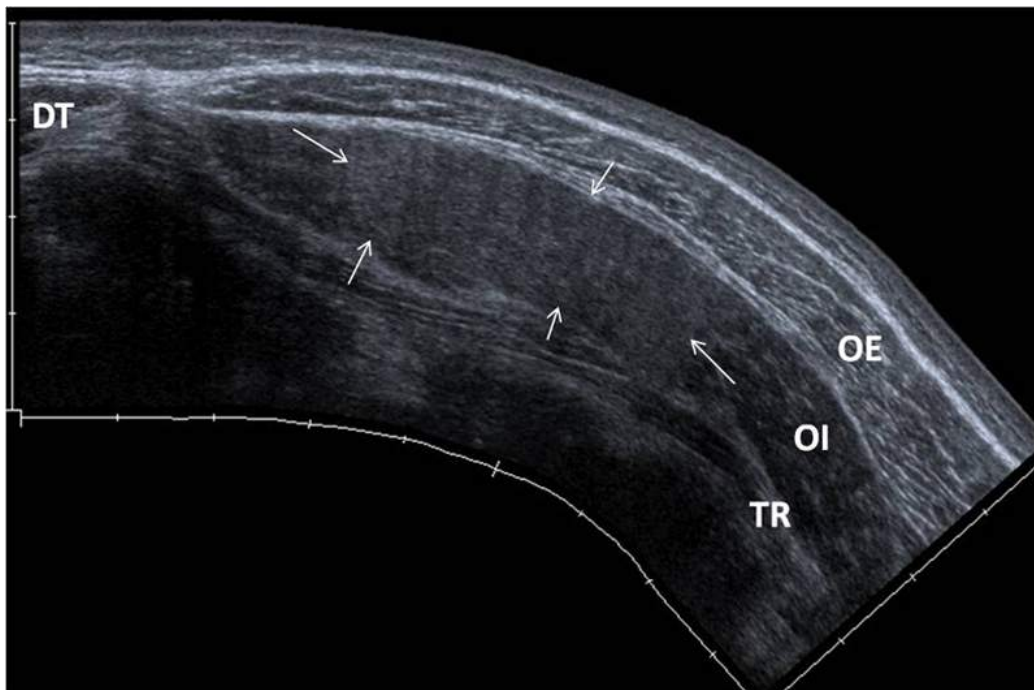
Hématome traumatique du muscle oblique interne. Patient de 30 ans, percuté par une voiture. Échographie réalisée le jour du traumatisme, coupe axiale (mode panoramique). Large masse (flèches) expansive, homogène et hyperéchogène au sein du muscle oblique interne (5 cm × 2 cm), correspondant à un aspect d'hématome vu très précocement. OE : muscle oblique externe ; OI : muscle oblique interne ; TR : muscle transverse ; DT : muscle droit de l'abdomen.
